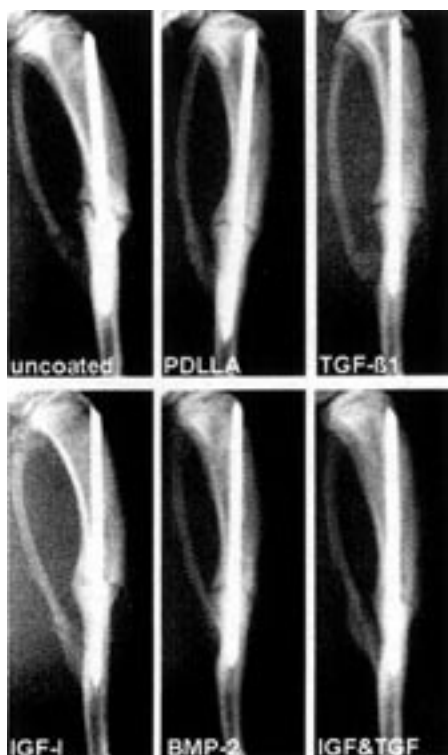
Radiographs 28 days after fracture and intramedullary stabilization with growth factor coated k-wires. In the control group the fracture gap is clearly detectable. The fractures treated with locally released growth factors showed an enhanced consolidation.
